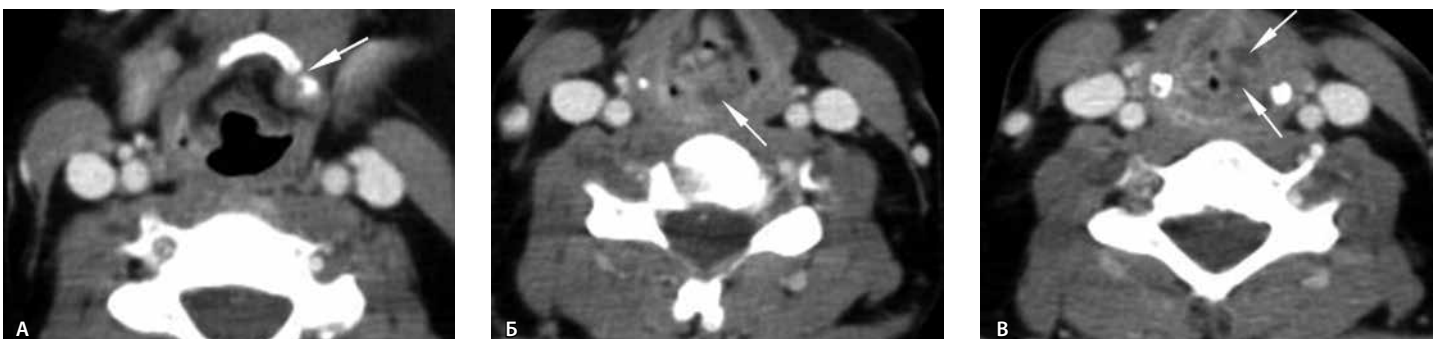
Компьютерная томография гортани, постконтрастное исследование, аксиальные изображения: А – нечеткость и неровность контуров суставных поверхностей костей, образующих соединение между телом и большим рогом подъязычной кости слева (стрелка), мягкие ткани вокруг утолщены и уплотнены; Б – в левом грушевидном синусе визуализируется небольшое жидкостное образование (стрелка); В – структура левой голосовой складки уплотнена, складка увеличена в объеме с наличием мелкого жидкостного образования, в проекции левого перстнечерпаловидного сустава – также мелкое жидкостное образование (стрелки)
